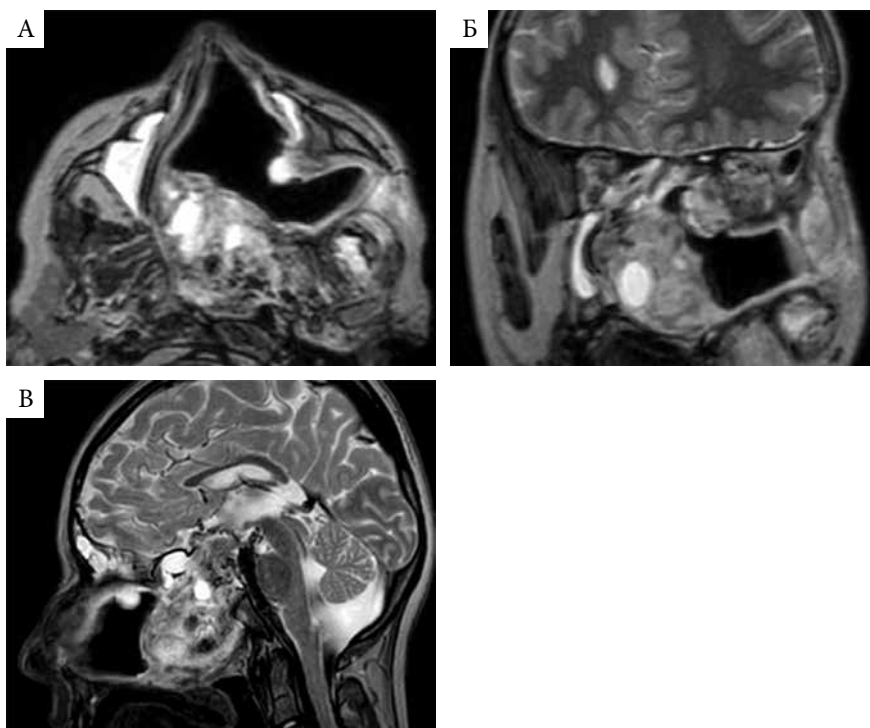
Ангиофиброма IV–V стадии, продолженный рост после частичного удаления орбитозигматическим доступом, МРТ, T2-режим: аксиальная (А), коронарная (Б) и сагиттальная (В) проекции
